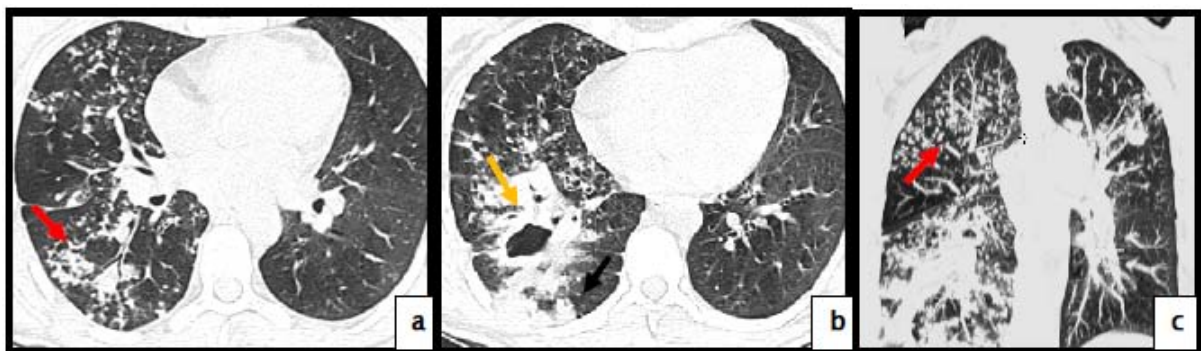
TDM thoracique, fenêtre parenchymateuse, en coupes axiales (a,b) et en
